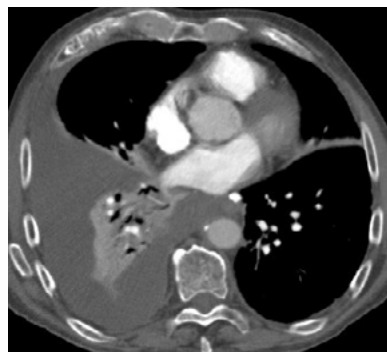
Corte axial, TC de tórax contrastada. Derrame pleural libre derecho con atelectasia pasiva del parénquima adyacente en un paciente con pleuritis inespecífica en el reporte de histopatología.
